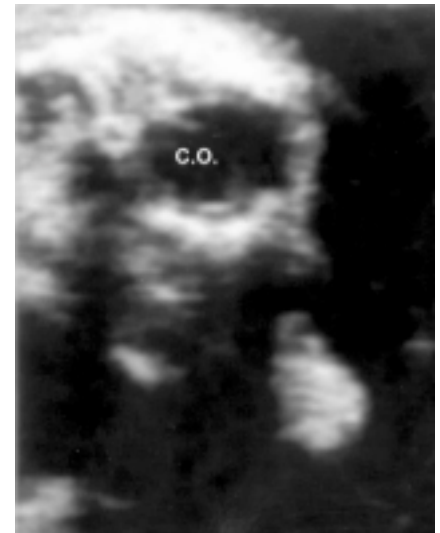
image échographique du crâne d'un fœtus 80 jours postinsémination. CO indique la cavité oculaire.
